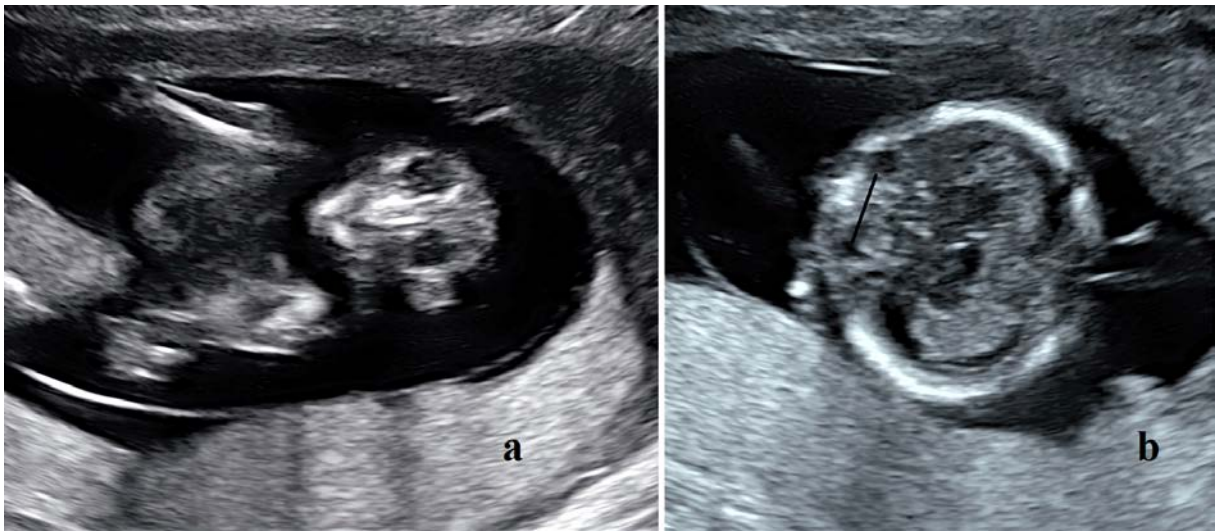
a) sonographic view of the facial structure b) delta-shaped head with one face; black line showing the decrease of the intraocular distance (hypotelorism)
